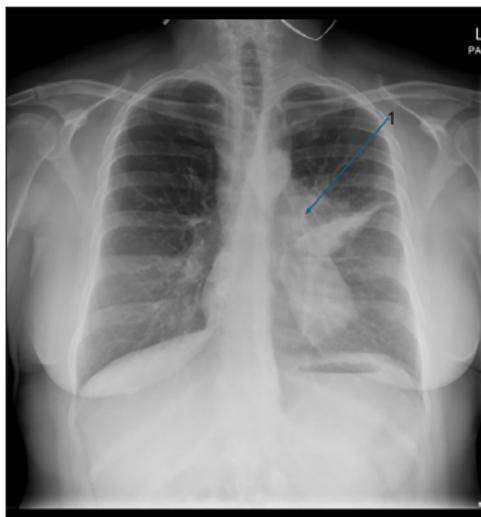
Chest X-ray. A large mass in the middle region of left lung interflowing with enlarged left hilum (1).
